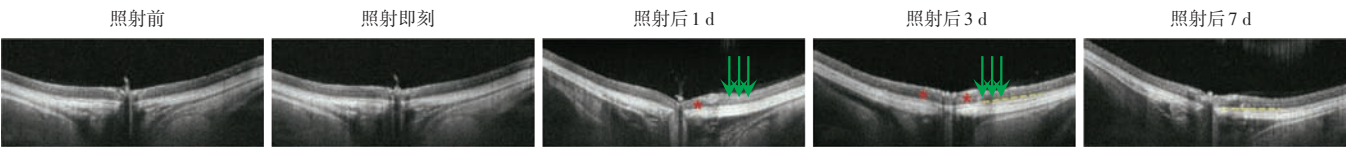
MI=0.8 组 USMB 照射前及照射后不同时间点光学相干断层扫描成像图像 红色星号示视网膜水肿,黄色虚线示视网膜的分层紊乱,绿色箭头示视网膜内层高反射灶 MI:机械指数;USMB:超声联合微泡
